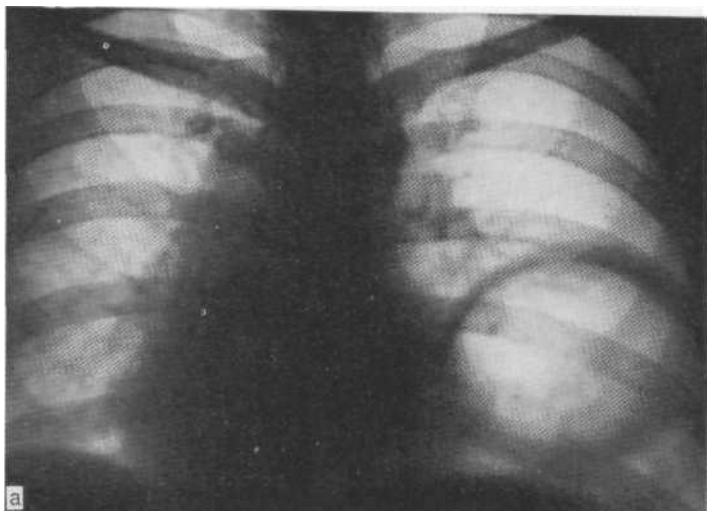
Обзорная рентгенограмма (а): релаксация левого купола диафрагмы, доказанная путем наложения пневмоперитонеума и контрастированием желудка. Обзорная рентгенограмма желудка (б): левый купол диафрагмы стоит высоко, между ним и контрастированным газовым пузырем скопился воздух, введенный при наложении пневмоперитонеума.
